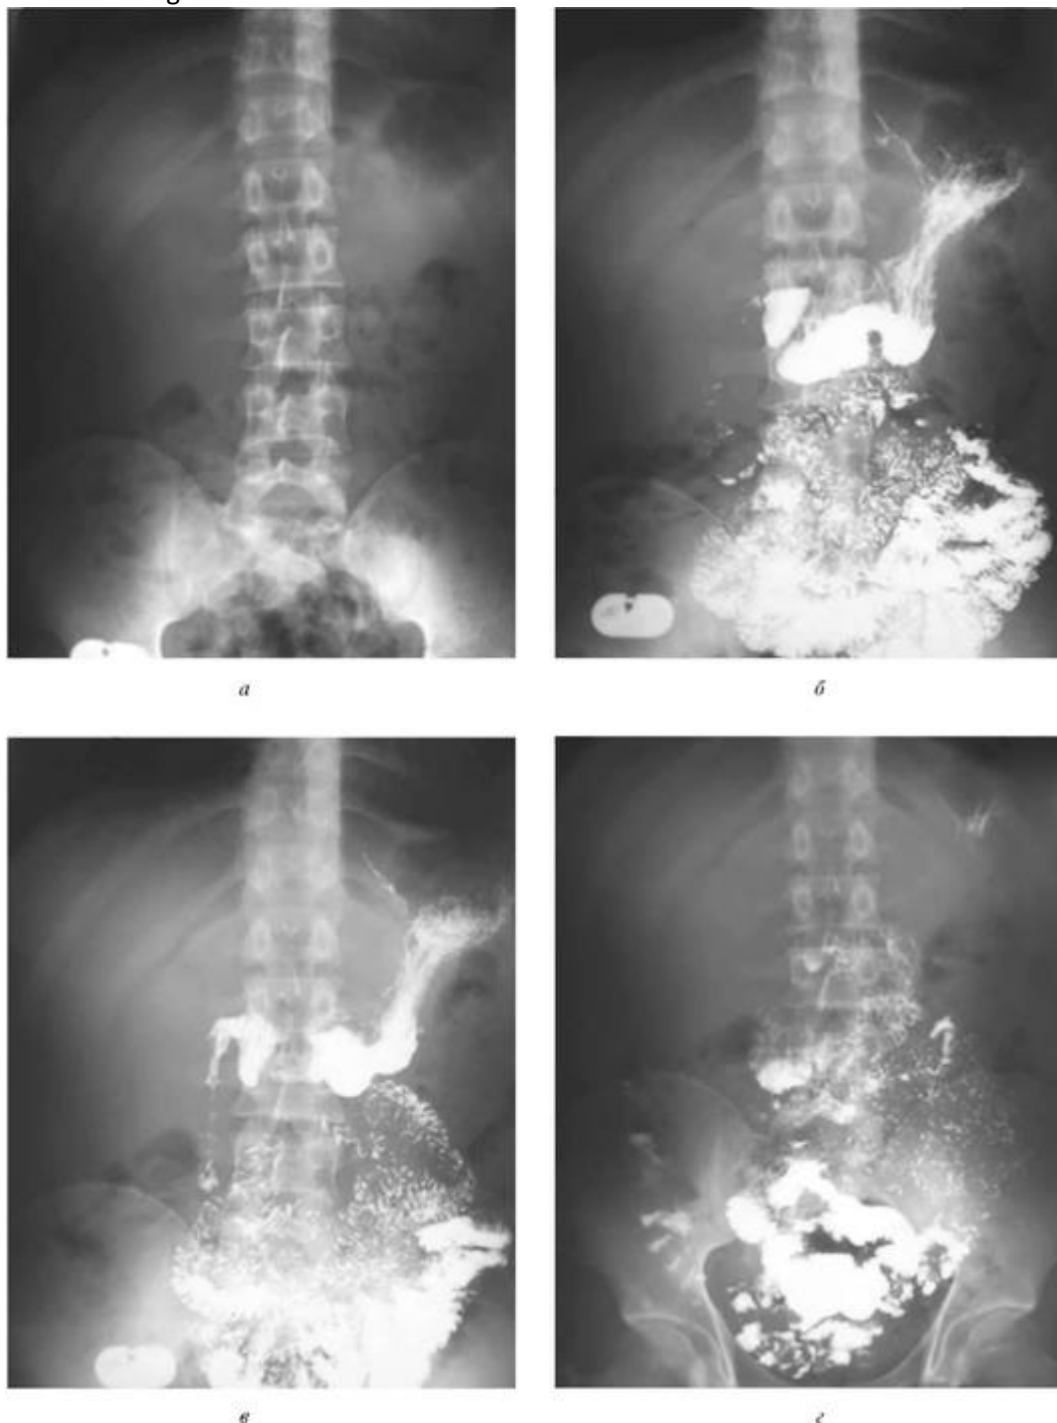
Пассаж бария по кишечнику ускоренный: *а* - обзорная рентгенография брюшной полости в прямой проекции стоя; *б* - обзорные рентгенограммы брюшной полости при пассаже бария по кишечнику через 30 минут; *в* - через 1 час; *г* - через 1,5 часа
